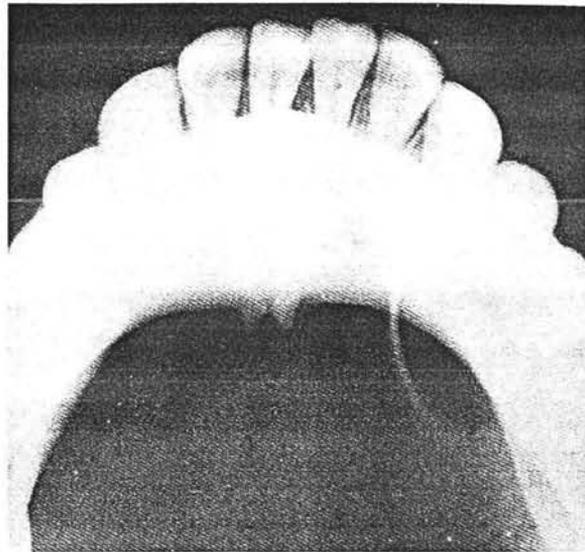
Radiografía oclusal de una lesión en la parte posterior de la mandíbula derecha con el patrón de radiopacidad en forma de sol naciente.
